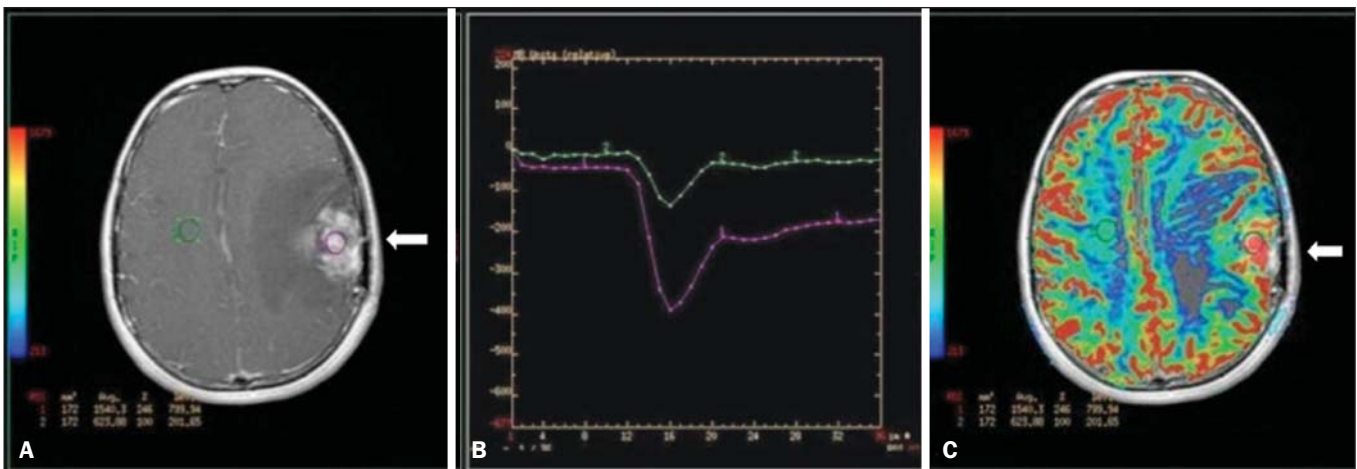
RM dinâmica (DSC-RM) de tumor neuroglial de alto grau (seta) em paciente de 16 anos. Em A, imagem axial T1 pós-gadolínio mostra duas ROIs: 1 (roxo) na lesão tumoral e 2 (verde) em tecido normal. Em B, as respectivas curvas de intensidade de sinal em função do tempo revelam maior perfusão na região do tumor em relação ao tecido normal (> 2,0). Em C, a imagem rBV sobreposta na imagem axial T1 pós-contraste demonstra aumento da perfusão na ROI tumoral (seta).
